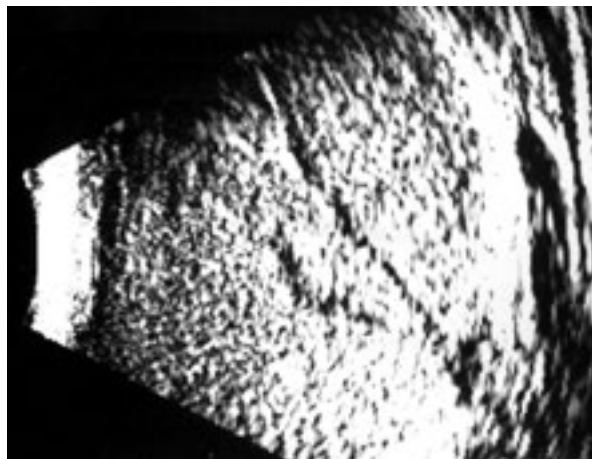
Ecografía en función *enhanced*. Desprendimiento de retina en embudo. Abundantes flotadores vítreos y subretinales.
